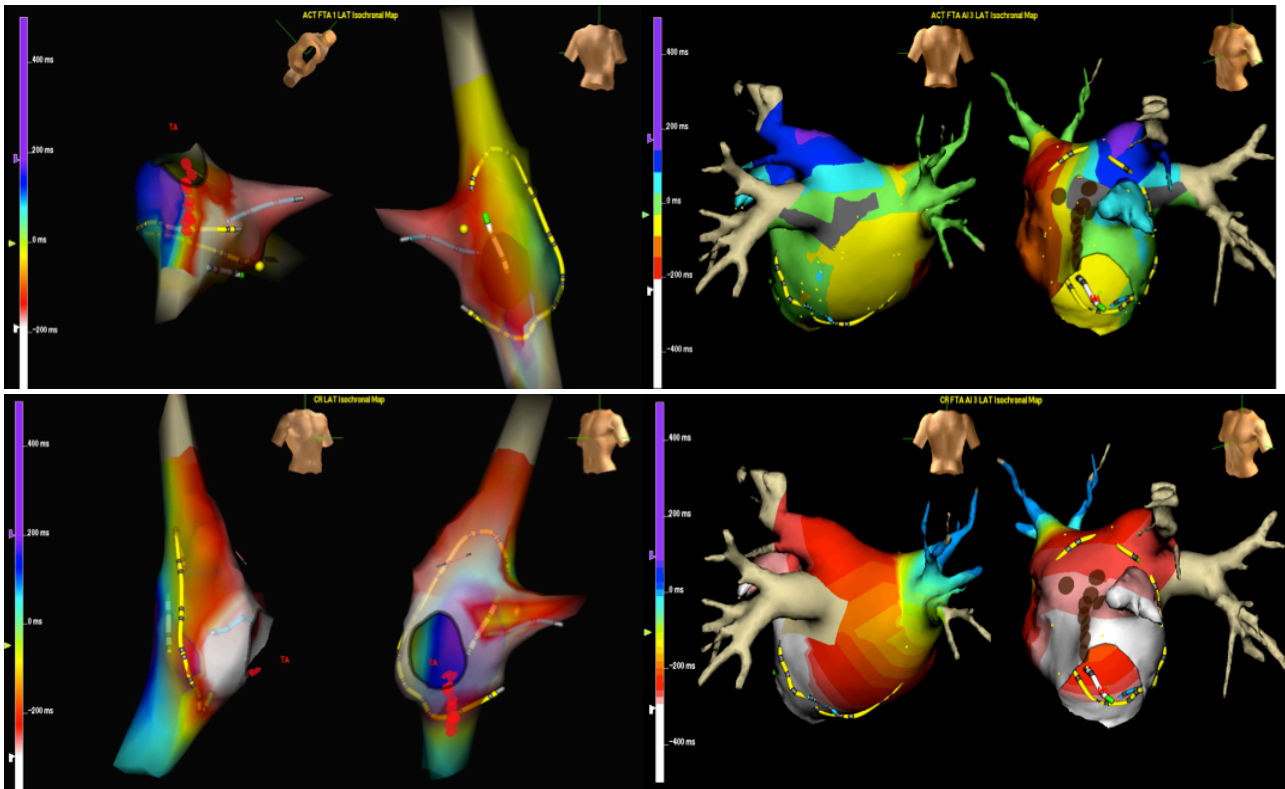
Comparación entre mapas de activación y ciclos de retorno. Panel superior: derecha: mapa de activación representado sobre una reconstrucción anatómica de la aurícula derecha de un paciente con aleteo auricular común. Izquierda: mapa de activación en un paciente con flutter perimitral (imagen fusionada con TAC). Panel inferior: mapas de ciclo de retorno de los mismos casos anteriores. Obsérvese como las áreas de color blanco corresponden con ciclos de retorno iguales o menores a la longitud de ciclo de la taquicardia. Bolas de color marrón corresponden a la línea de ablación de radiofrecuencia que terminó con la taquicardia.
